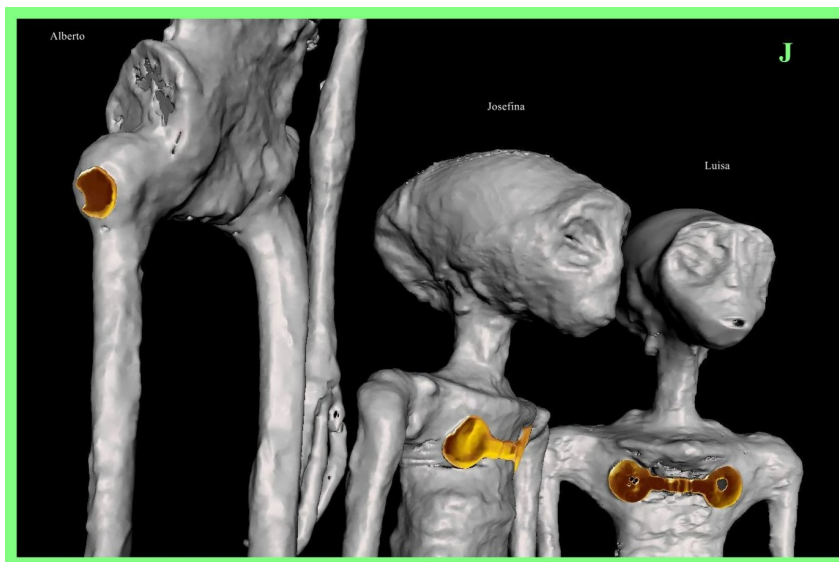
TC 3D que muestra el implante de cadera derecha en 'Alberto' (izquierda) e implantes con forma de mancuerna en 'Josefina' (centro) y 'Luisa' (derecha) por debajo de sus fúrculas.
